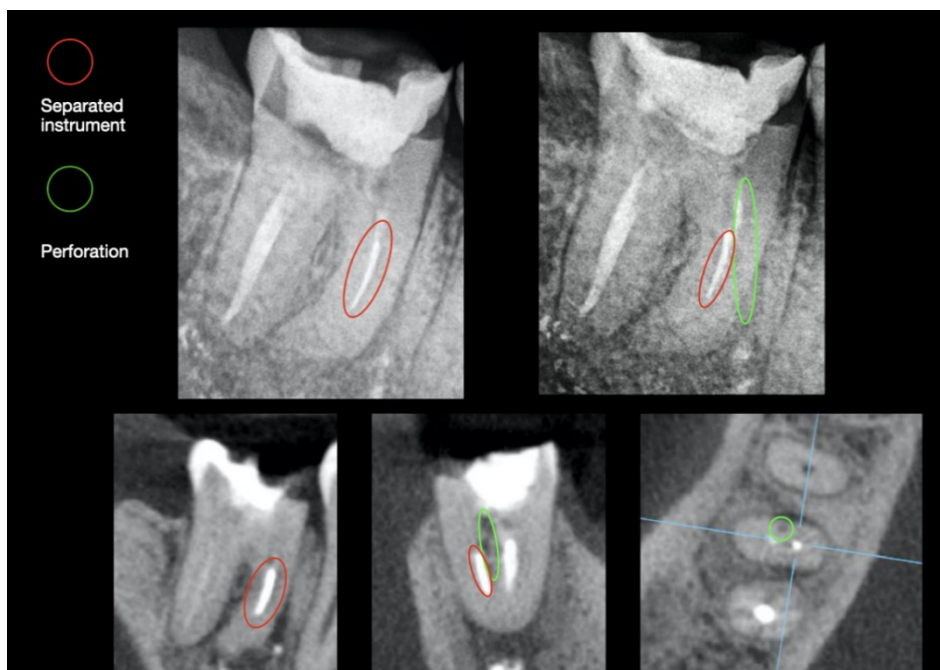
Imagens obtidas através de CBCT de um molar inferior onde foi criado um falso trajeto (circundado a verde) e apresenta uma lima fraturada no terço médio da raiz (circundado a vermelho). Radiografia cedida por Dr. João Neves
